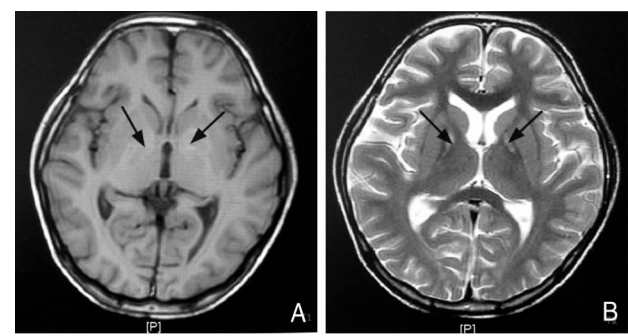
头颅MRI A:两侧基底节区内囊膝部对称性小片状长T1信号影; B:两侧基底节区内囊膝部对称性小片状长T2信号影。
